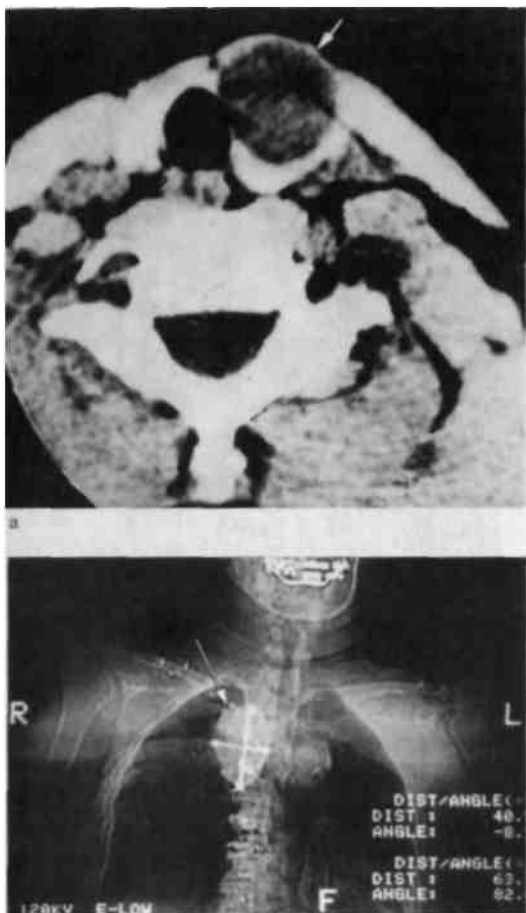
Компьютерные томограммы.
